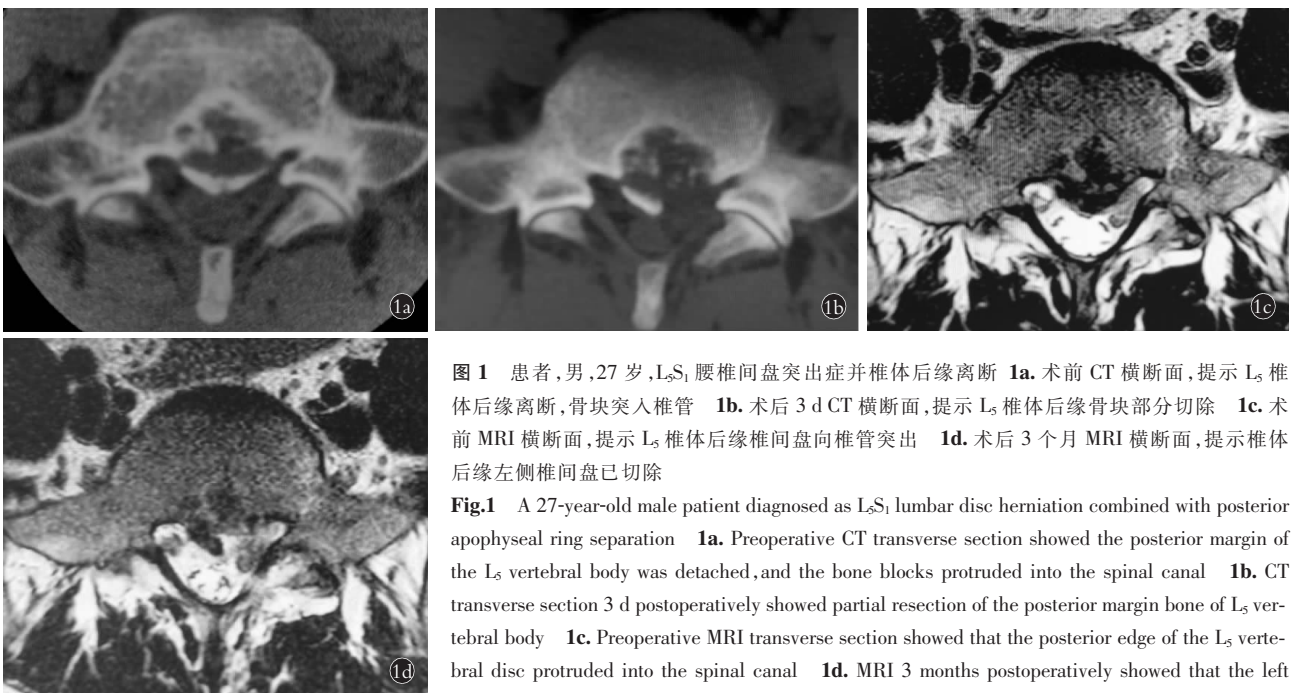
患者,男,27 岁,L₅S₁ 腰椎间盘突出症并椎体后缘离断 1a. 术前 CT 横断面,提示 L₅ 椎体后缘离断,骨块突入椎管 1b. 术后 3 d CT 横断面,提示 L₅ 椎体后缘骨块部分切除 1c. 术前 MRI 横断面,提示 L₅ 椎体后缘椎间盘向椎管突出 1d. 术后 3 个月 MRI 横断面,提示椎体后缘左侧椎间盘已切除
